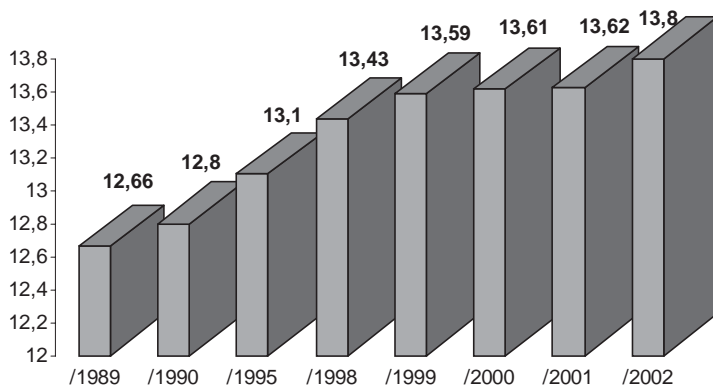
Ponderea populației vîrstnice în RM (1989—2002)
